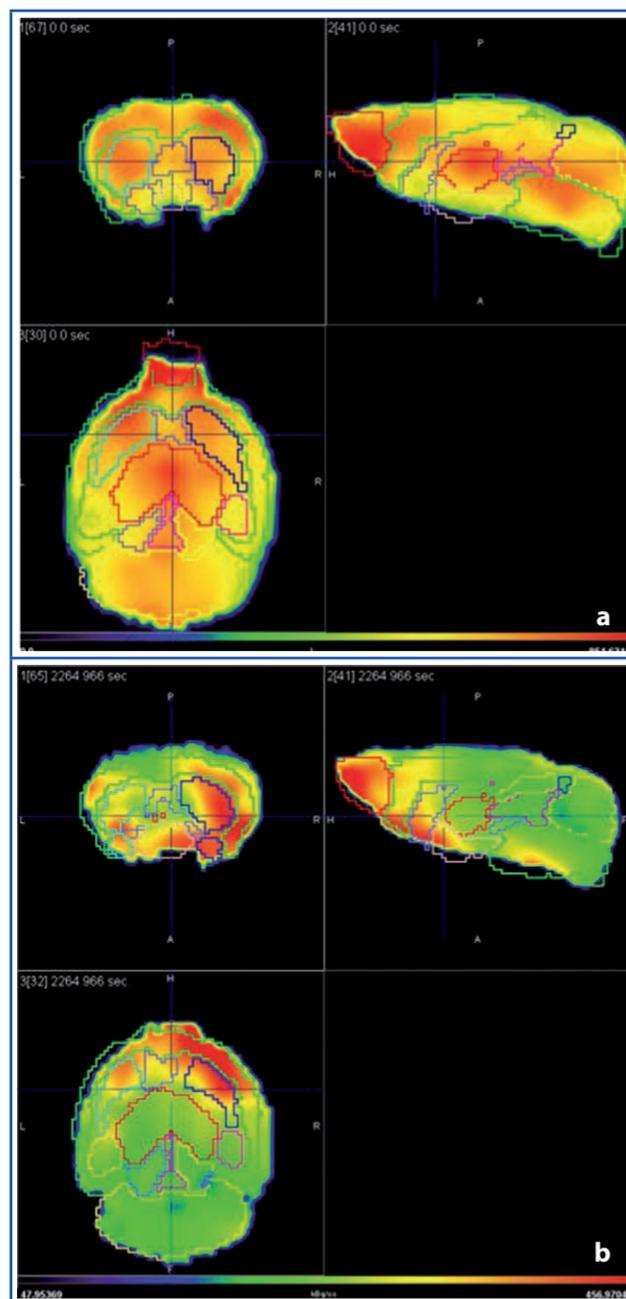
Imagen PET con ¹⁸F-FDG (a) y con ¹¹C-Metionina (b) de tumor intracraneal inoculado en el estriado derecho de un ratón Nude a los 30 días post-inoculación.
